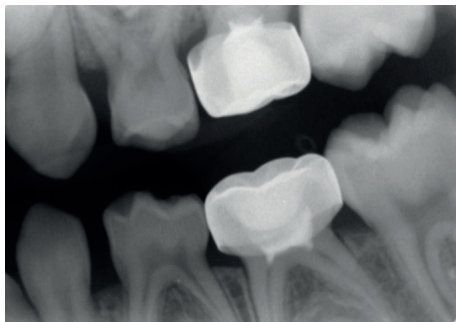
Röntgenbild linke Seite bei einem 7 Jahre alten Kind. Die Zähne 65 und 75 wurden vor 18 Monaten erfolgreich pulpotomiert und mit konfektionierten Stahlkronen versorgt
